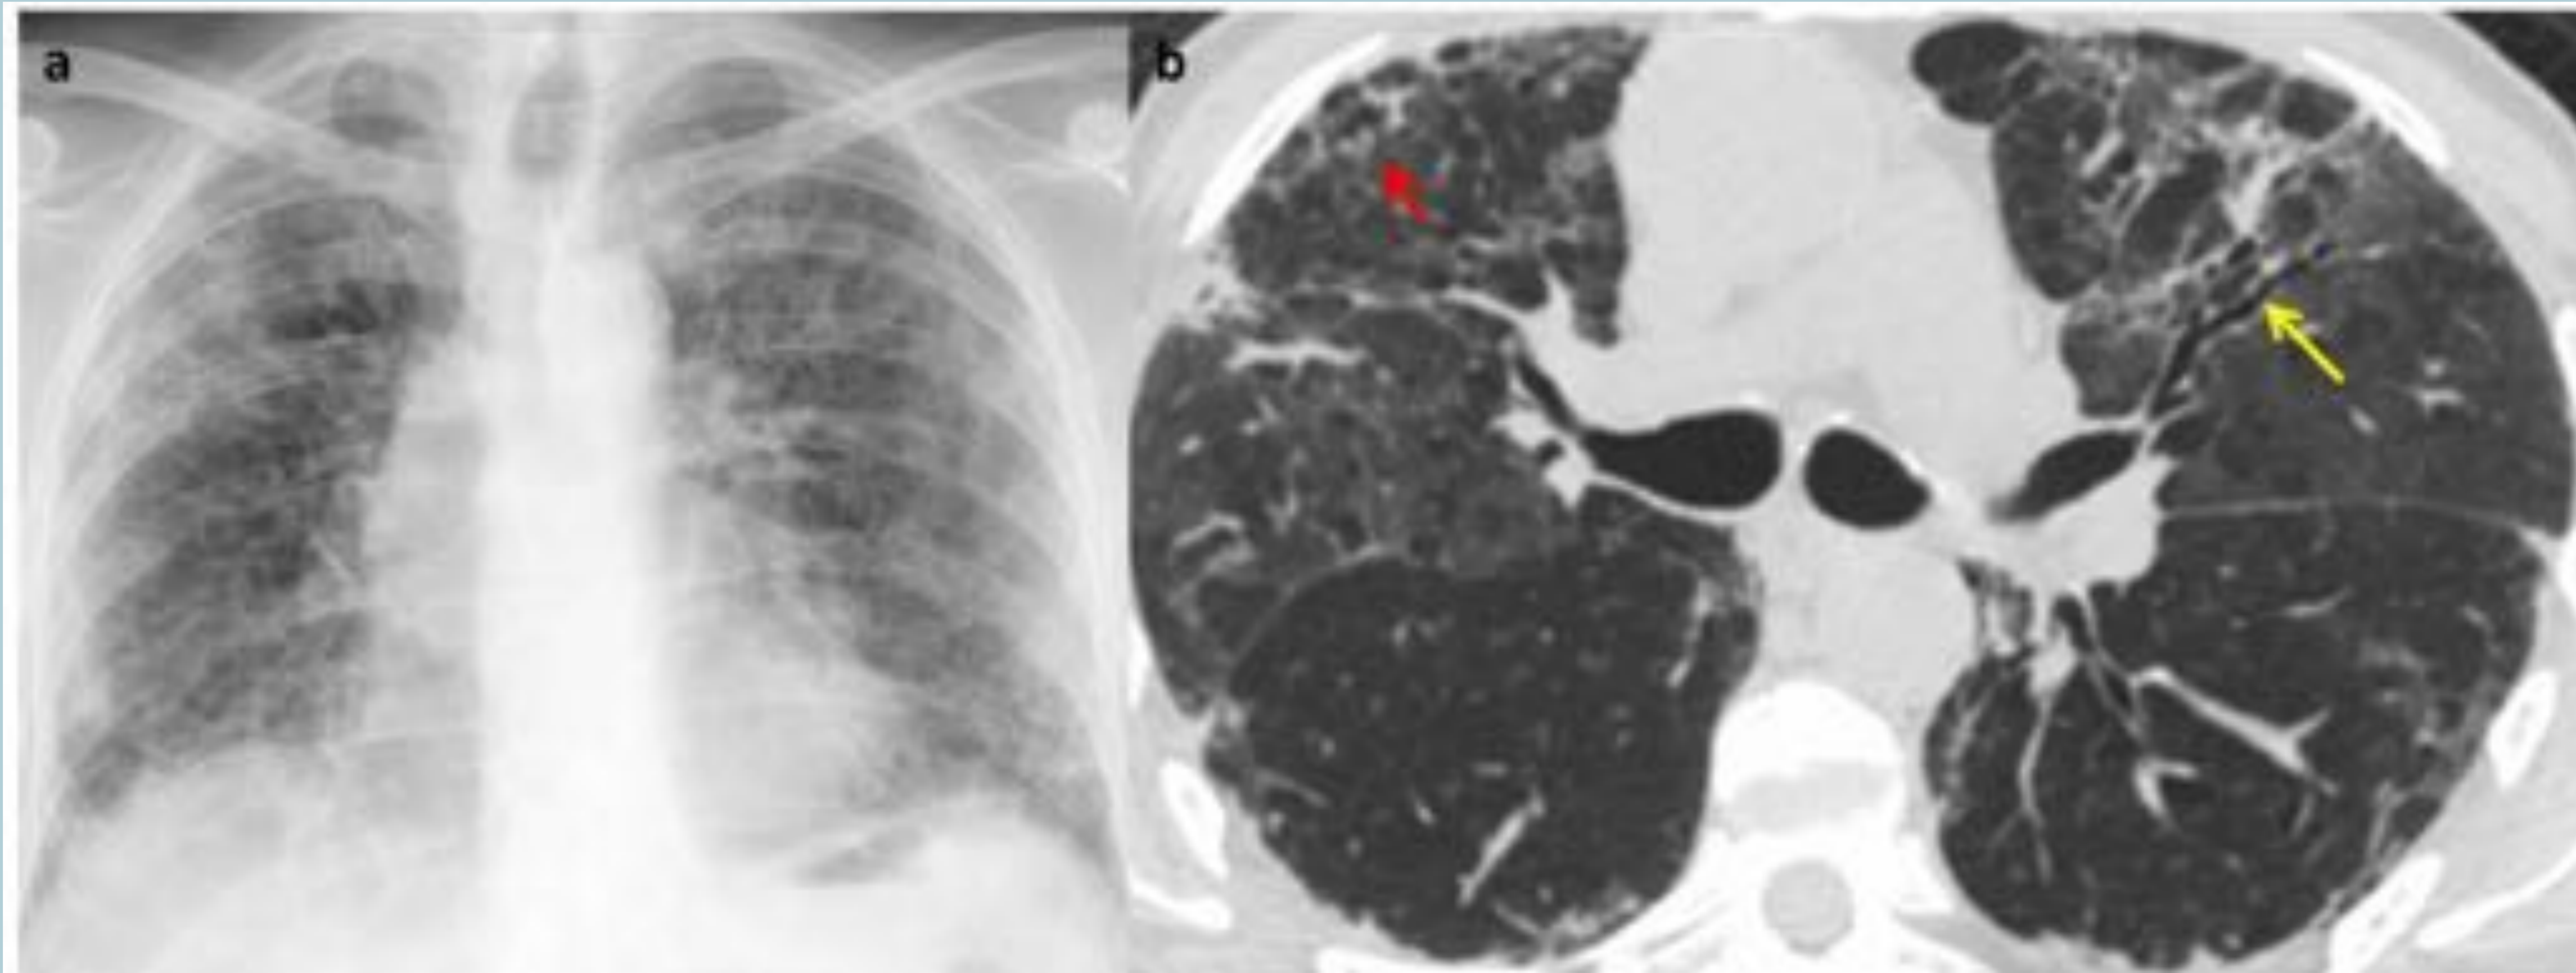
Radiografía de tórax (Fig. 4a) y Tomografía Computarizada (TC) de tórax (Fig. 4b) de un varón de 52 años que hace un mes, sufrió un SDRA y pasó un largo periodo de tiempo en la UCI. Fig. 4a. La radiografía de tórax mostraba opacidades reticulares bilaterales y un incremento de la densidad del lóbulo superior derecho en relación con SDRA en evolución. En la TC de control, se observaron opacidades reticulares subpleurales bilaterales (flecha roja) y bronquiectasias de tracción (flecha amarilla) predominantemente en las regiones anteriores de los lóbulos superiores. Los hallazgos radiológicos eran compatibles con fibrosis pulmonar secundaria a SDRA.
